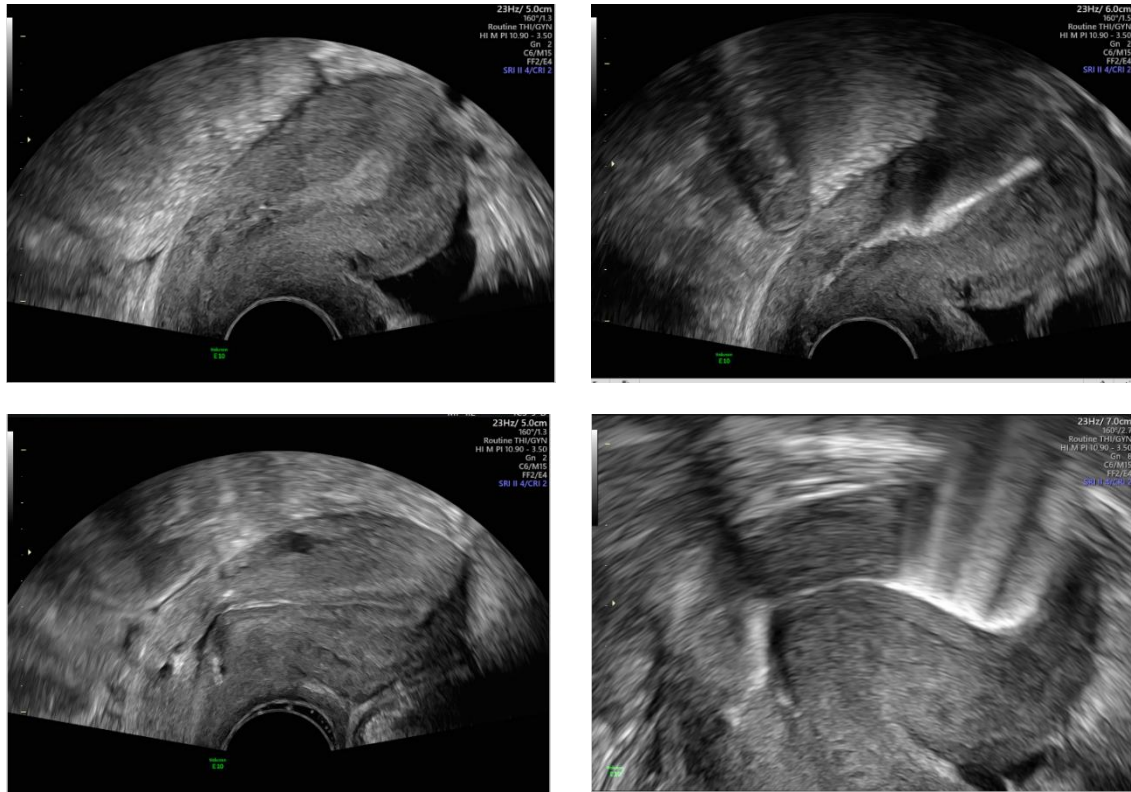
Sonographische Bilder der Uteri ohne Nachweis einer uterinen Nische
